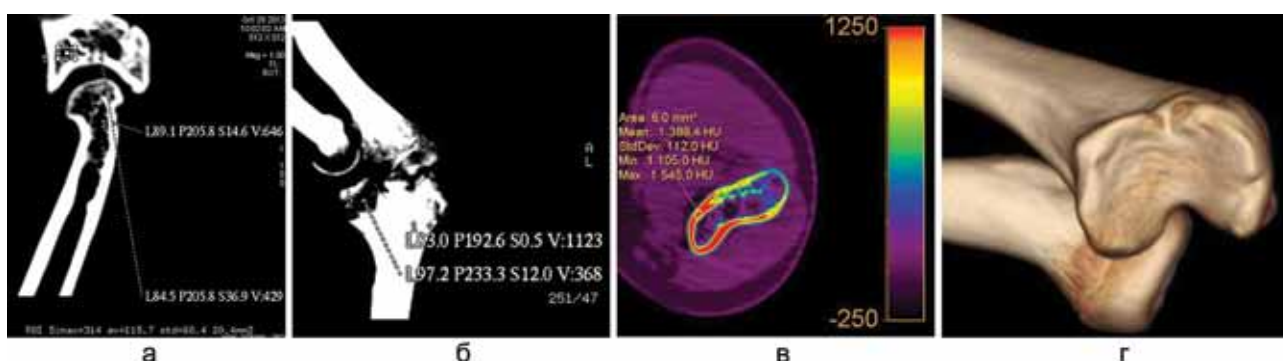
МСКТ локтевого сустава больного М., 13 лет. MPR (а); MIP (б); аксиальный срез, ColorMap с цветовой шкалой, определение плотности корковой пластинки (в); VRT с визуализацией суставных поверхностей лучевой и локтевой костей (г)
